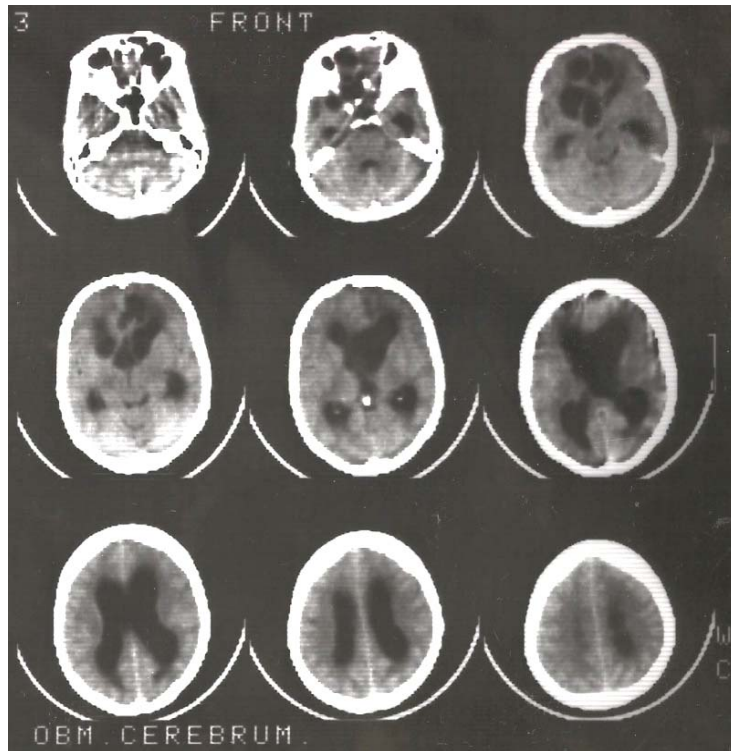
КТ хворої з гігантською ЕПГМ в лобних частках
